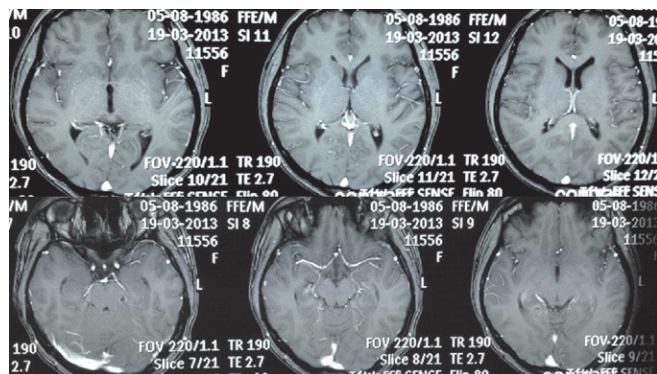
МРТ с внутривенным усилением после проведения лучевой терапии.
